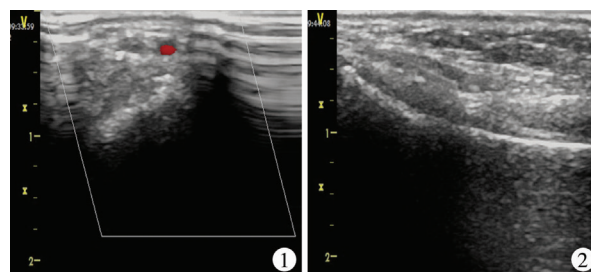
超声引导桡动脉(短轴) 图 2 超声引导桡动脉穿刺置管(长轴)
